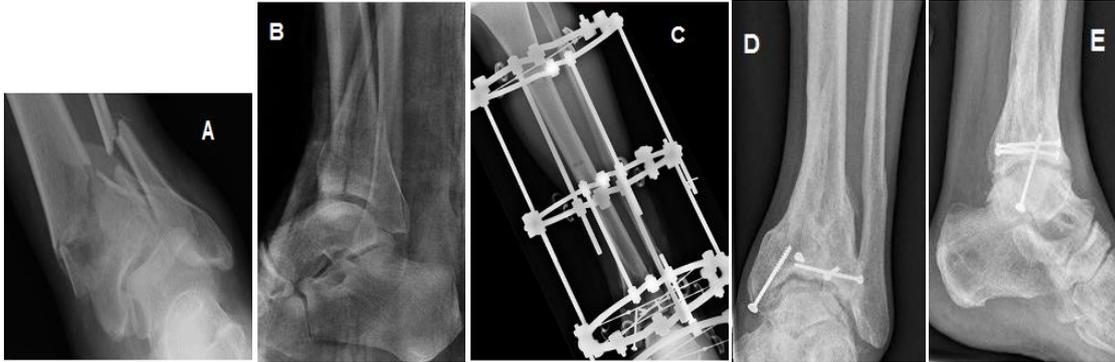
A y B: Radiografías preoperatorias (anteroposterior y lateral) de fractura con conminución del pilón tibial; C: Se trató con fijación externa por método de Ilizarov con agujas de Kirschner y tornillos tirafondo, logrando aceptable reducción de los fragmentos fracturarios; D y E: Radiografías un año después del retiro del fijador de Ilizarov con aceptable congruencia articular.
